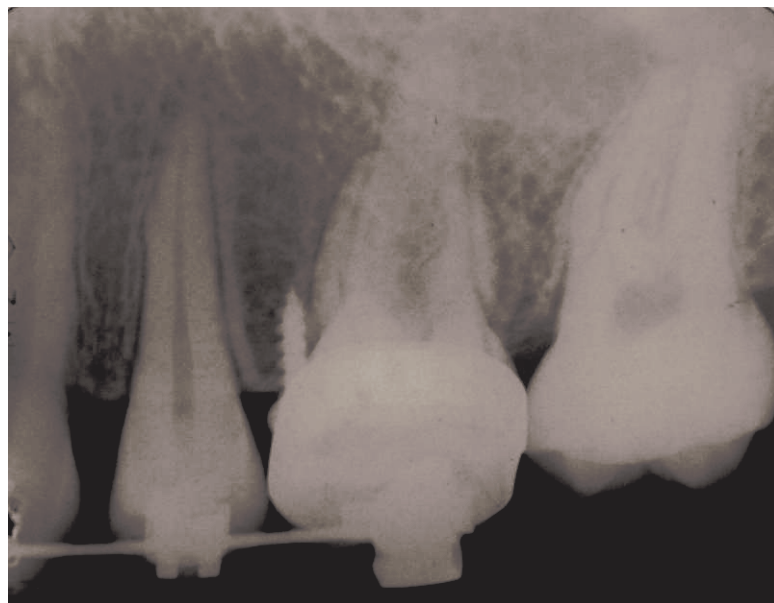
Radiografia periapical após a instalação do mini-implante.
